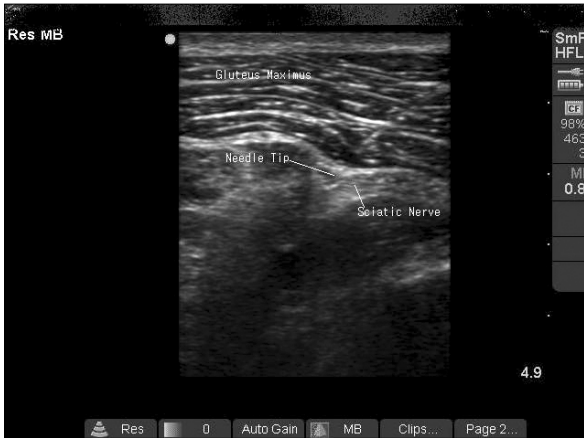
Ultrasound image of needle tip which is adjacent to sciatic nerve.
